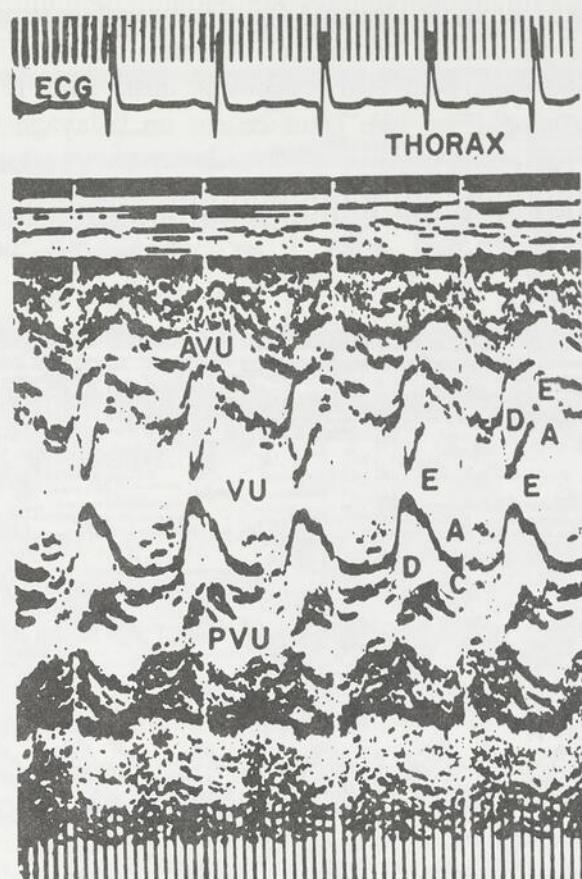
Echocardiogramme d'un enfant de 8 mois, porteur d'un ventricule unique. Il existe une seule grosse cavité ventriculaire dont les parois antérieure et postérieure se contractent bien. Dans cette cavité on reconnaît le mouvement de 2 valves atrio-ventriculaires.
